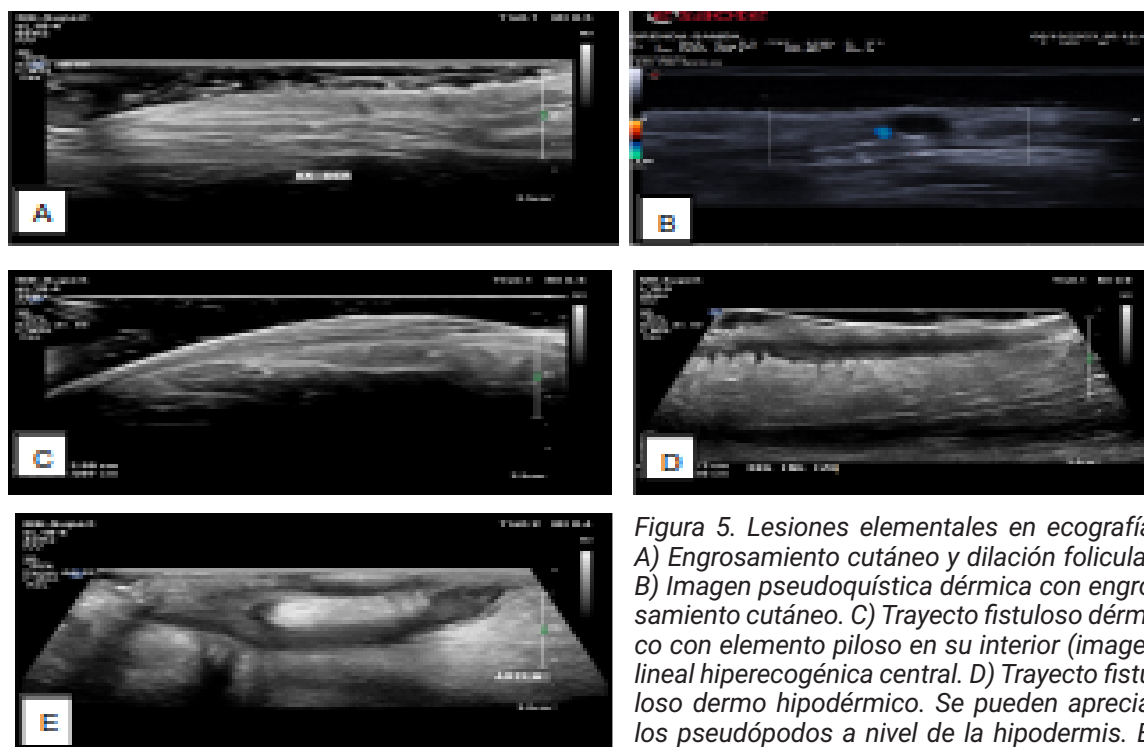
Lesiones elementales en ecografía. A) Engrosamiento cutáneo y dilatación folicular. B) Imagen pseudoquística dérmica con engrosamiento cutáneo. C) Trayecto fistuloso dérmico con elemento piloso en su interior (imagen lineal hiperecogénica central. D) Trayecto fistuloso dermo hipodérmico. Se pueden apreciar los pseudópodos a nivel de la hipodermis. E) Trayecto fistulosos interconectados, dermo hipodérmicos. Se asocia a marcado edema del tejido celular subcutáneo subyacente.
